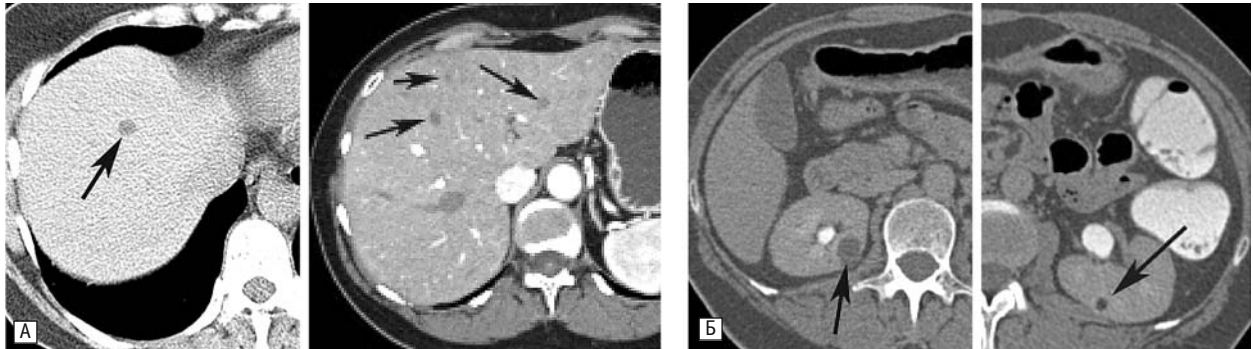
Комп'ютерна томограма органів черевної порожнини хворої Д.
